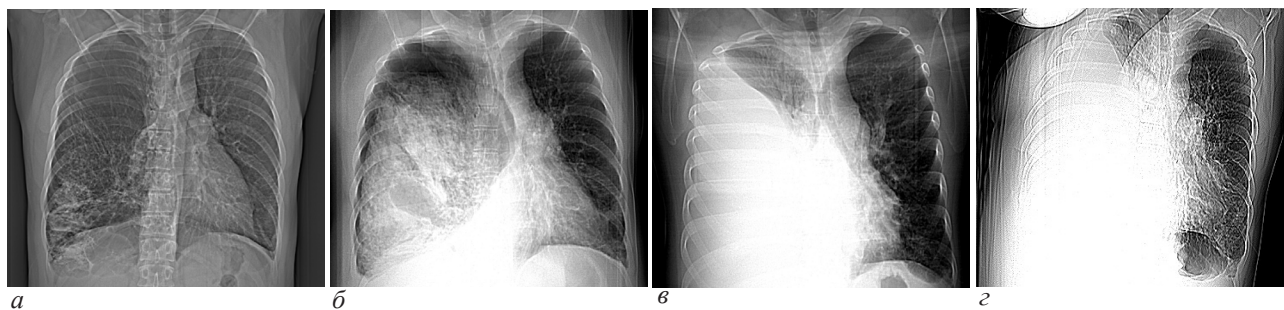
Обзорные рентгенограммы груди: а – 2009 г.; б – 2014 г.; в – 2015 г.; г – 2017 г.
